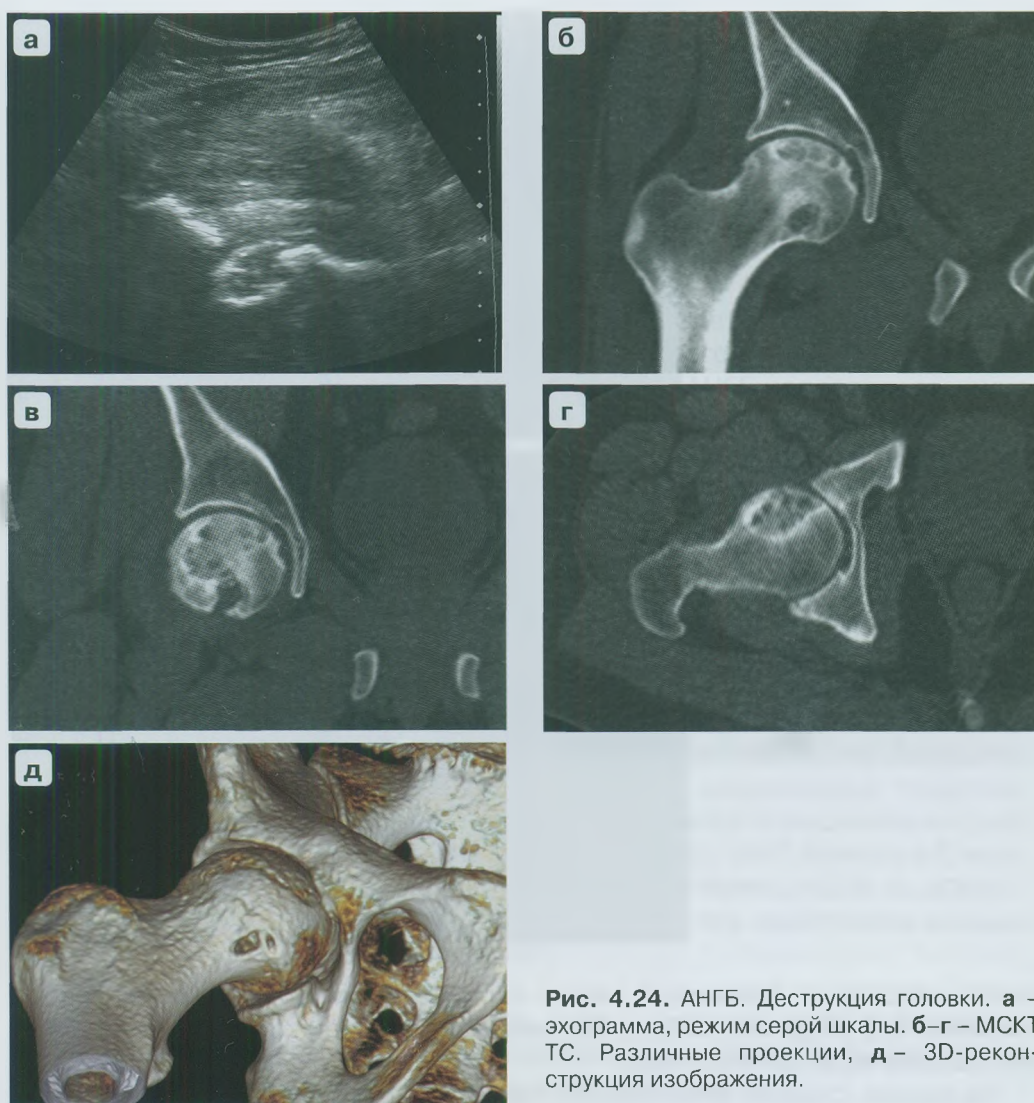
АНГБ. Деструкция головки. а – эхограмма, режим серой шкалы. б–г – МСКТ ТС. Различные проекции, д – 3D-реконструкция изображения.
